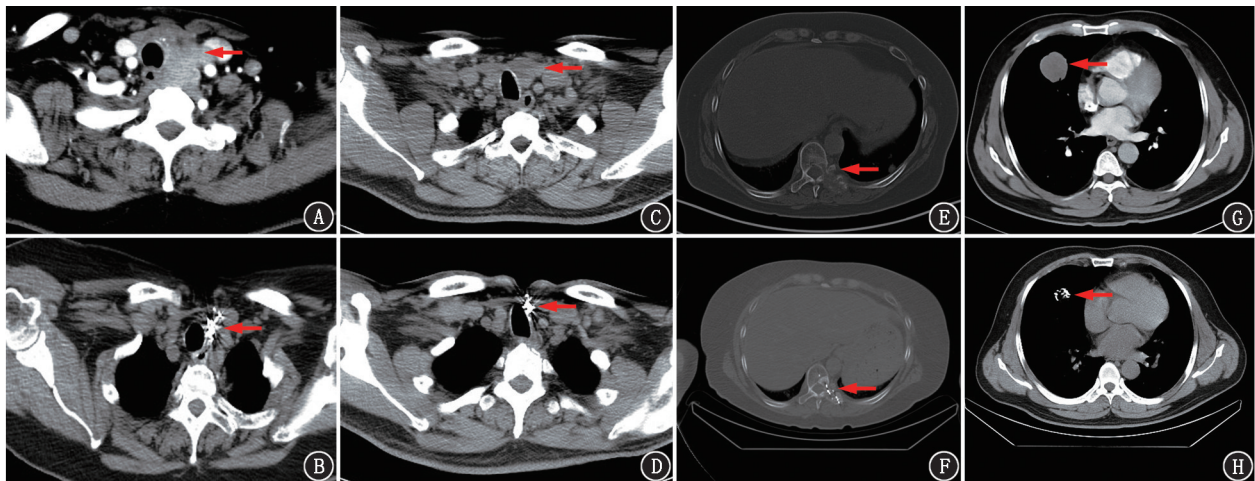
放射性碘难治性分化型甲状腺癌(RAIR-DTC)患者¹²⁵I 粒子植入治疗前后 CT 图像。A.乳头状癌患者(女,67 岁),手术及¹³¹I 治疗 2 次后,左侧颈部肿大淋巴结增大(箭头示),手术探查无法切除,甲状腺球蛋白(Tg)2.67 μg/L;B.该患者¹²⁵I 粒子植入后 44 个月,病灶完全消失(箭头示),Tg<0.04 μg/L;C.乳头状癌患者(男,51 岁),¹³¹I 治疗 3 次,左侧颈部增大包块(箭头示)经穿刺活组织检查证实为转移性癌(符合甲状腺来源),Tg 23.46 μg/L;D.该患者¹²⁵I 粒子植入术后 14 个月,病灶完全消失(箭头示),Tg<0.04 μg/L;E.乳头状癌患者(女,64 岁),¹³¹I 治疗 3 次,发现肺转移及骨转移,口服索拉非尼治疗后肺转移好转,骨转移灶进展伴背部放射性疼痛,CT 示第 9 胸椎及其左侧附件骨质破坏伴软组织形成(箭头示),Tg>500 μg/L;F.该患者¹²⁵I 粒子植入术后 4 个月,软组织肿块明显缩小(箭头示),边缘骨质修复明显,背部放射痛症状完全缓解,Tg 209.9 μg/L;G.滤泡状甲状腺癌患者(男,46 岁),术后及¹³¹I 治疗 1 次后,肺部多发结节(箭头示),穿刺活组织检查示甲状腺低分化癌转移,Tg>500 μg/L;H.该患者¹²⁵I 粒子植入术后 2 个月,右肺病灶明显缩小(箭头示),Tg 328.53 μg/L
